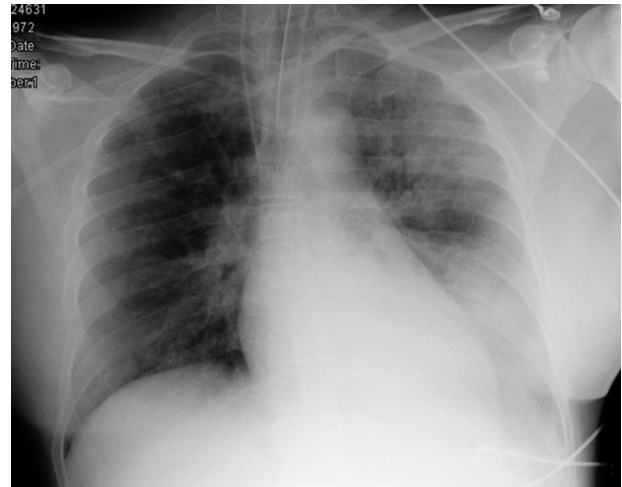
Radiografía de tórax portátil obtenida al ingreso que muestra una opacidad en el hemitórax izquierdo, secundaria a un extenso infiltrado alveolar.
